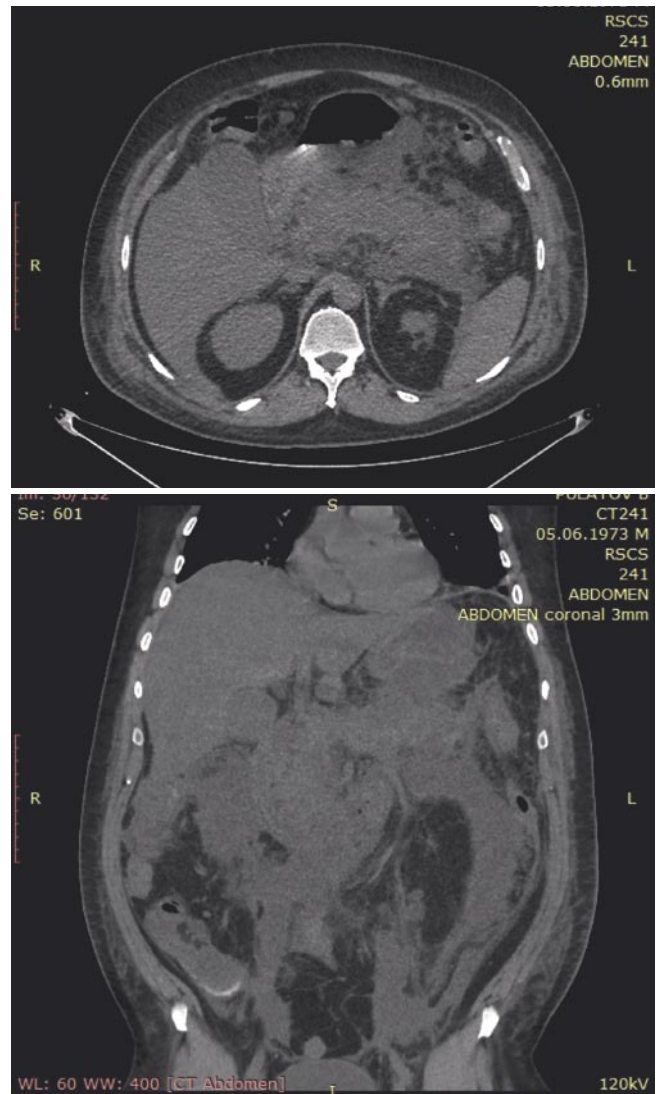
МСКТ от 9.07.19 г. МСКТ-признаки ОП (Balthazar степень E). Киста ПЖЖ. Хронический холецистит. Умеренный асцит.
